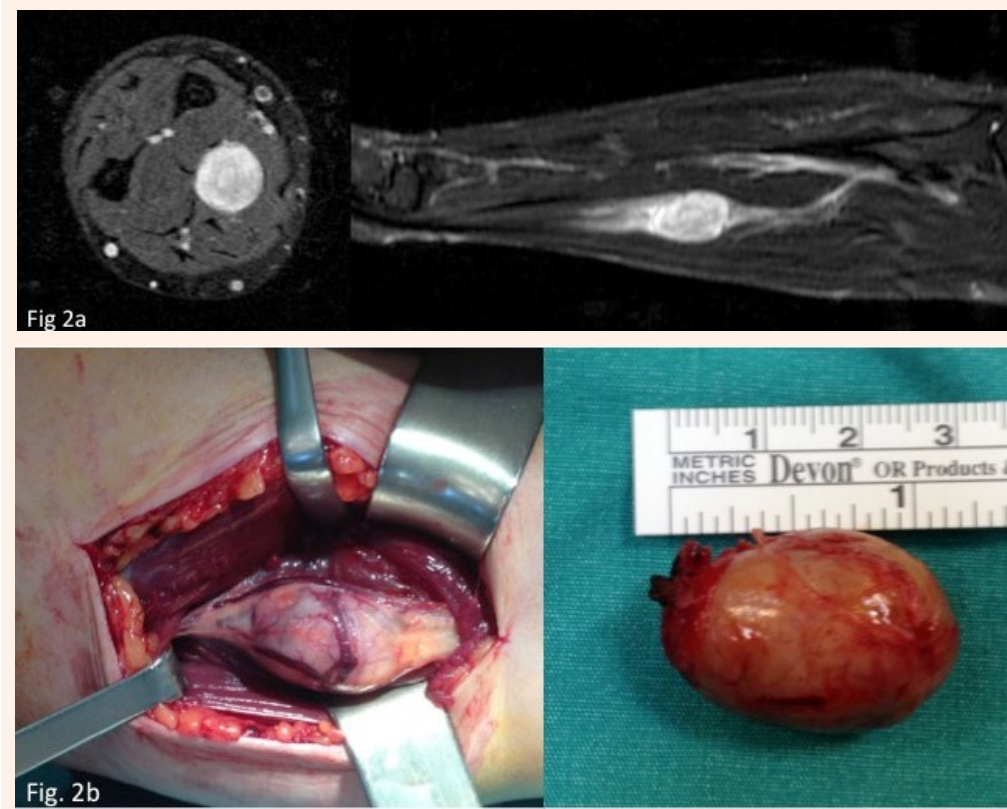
42-yr. old male complaining of hypoesthesia where median nerve dermatome and mass on the forearm. Fig. 2a: MRI shows 3 cm mass on the median nerve trace. Fig. 2b: Intraoperative picture of the mass and excision material.
